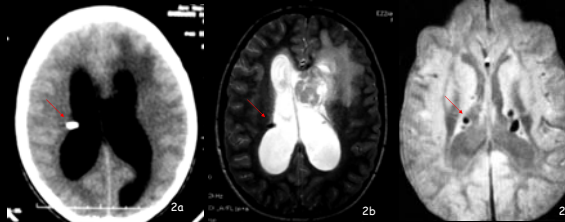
TDM cérébrale en coupe axiale C- (fig 2a), IRM en coupes axiales T2 (fig 2b) et écho de gradient T2 (fig 2c) CALCIFICATIONS. fig 2a : calcification saillant en intra-ventriculaire. fig 2b : calcifications en hyposignal. fig 2c : multiples nodules sous-épendymaire en hyposignal
